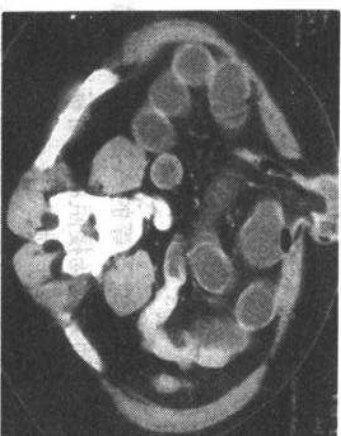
CT 显示有一腹壁疝, 其内包含小肠肠襻并导致小肠梗阻, 小肠壁不增厚, 所以无狭窄的迹象
